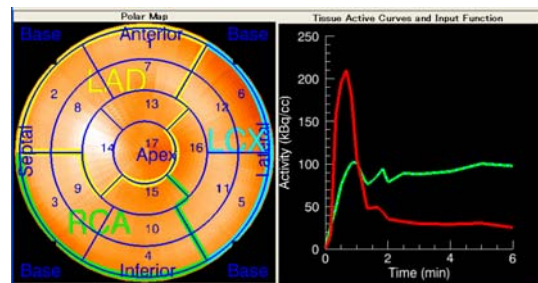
N-13 心筋血流 PET データの解析。血液プール(赤線)と心筋(緑線)のダイナミックデータ(右)から局所心筋血流量(ml/min/g)を求め、左室心筋血流の分布を局座標表示する(右)。
